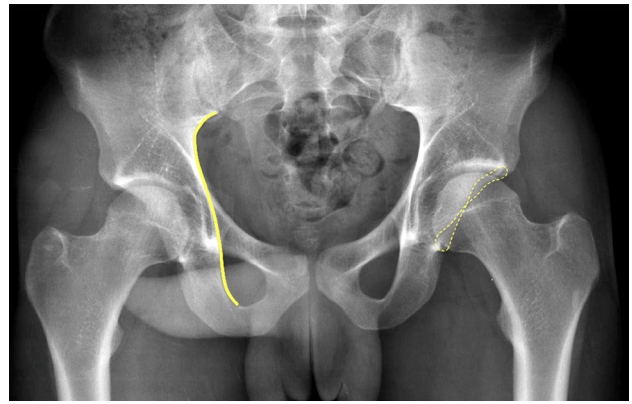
Radiografía anteroposterior de ambas caderas donde observa: la línea ilio-isquiática o línea de Kohler a nivel de la cadera derecha y un signo del lazo positivo señalado con una línea punteada a nivel de la cadera izquierda.
